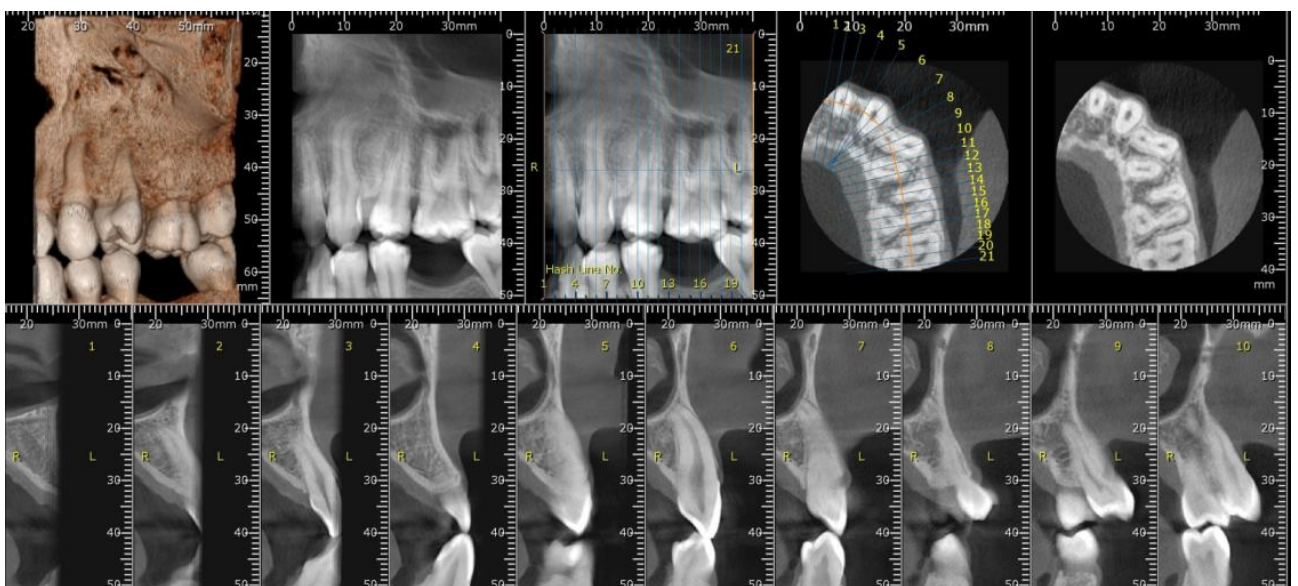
Transpoziția - investigație CBCT
